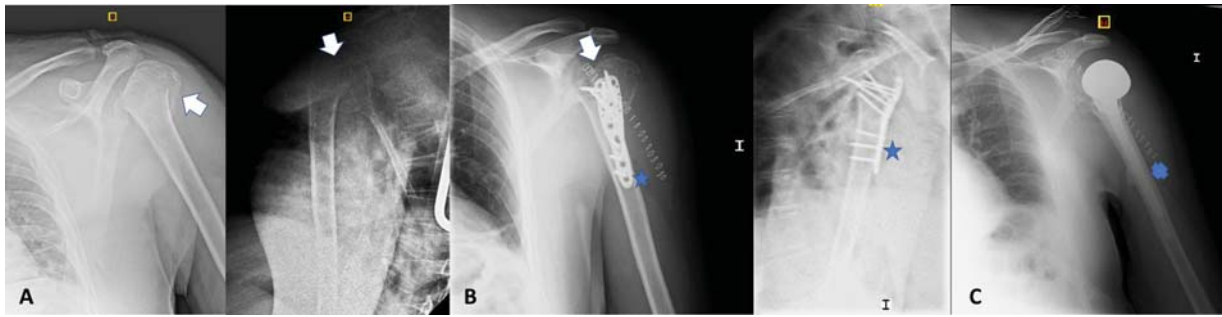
A. Radiografías AP y transtorácica de hombro izquierdo donde se aprecia fractura en 4 partes de extremo proximal de húmero (flechas). B. Radiografías postoperatorias de hombro izquierdo tras osteosíntesis de la fractura con placa Philos (estrellas). Se aprecia desplazamiento de la cabeza y las tuberosidades (flecha). C. Radiografía AP de hombro izquierdo tras rescate mediante prótesis parcial cementada Equinoxe (cruz).
